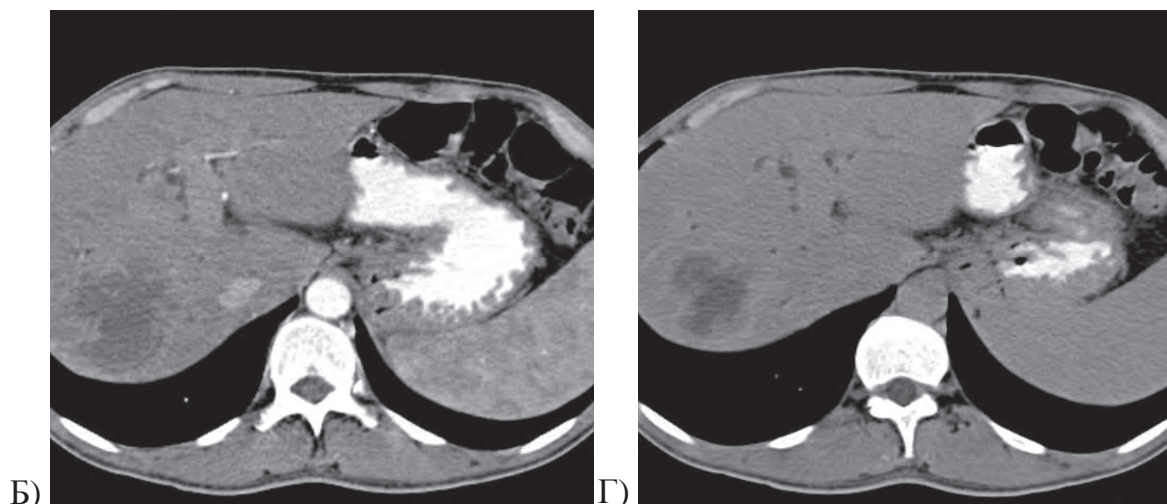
Больной Р, 57 лет, диагноз: аденокарцинома головки ПЖЖ. СКТ с в/венным контрастным усилением. Опухоль головки ПЖЖ (головка стелки) с одиночными перитонеальными метастазами на брюшине, которая значительно отдалена от ПЖЖ (стрелка).
